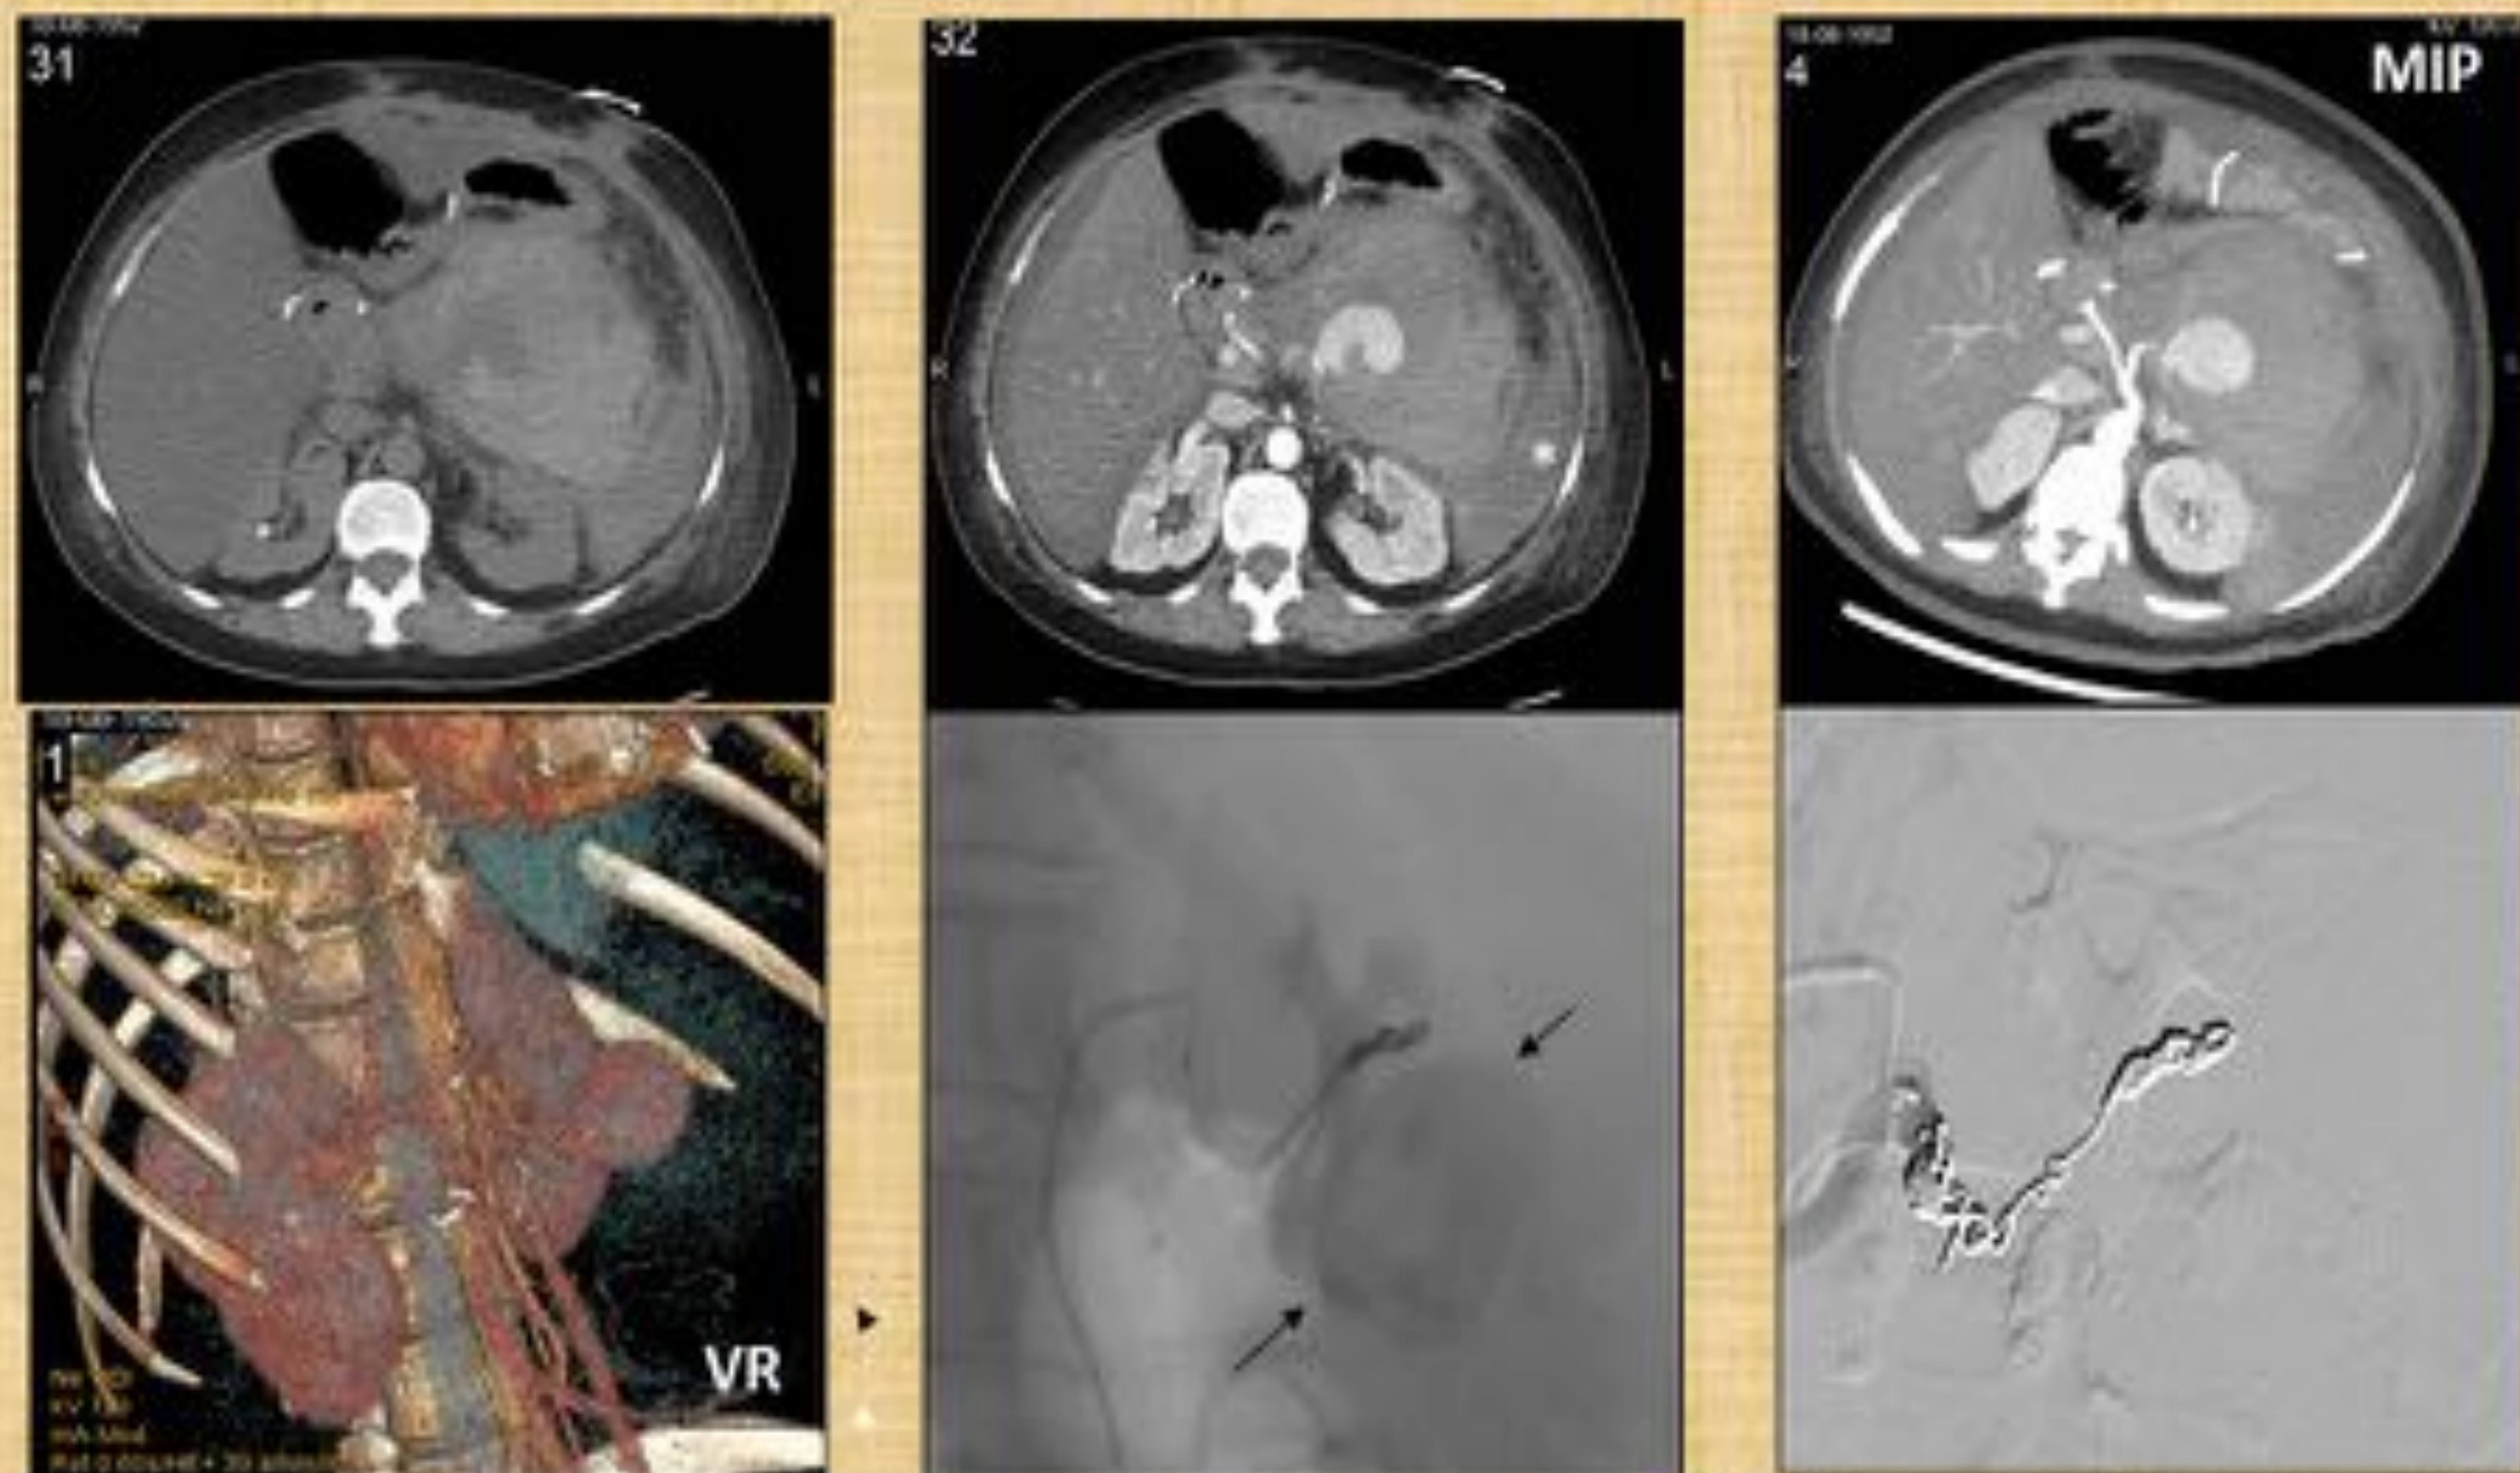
Paciente con pancreatectomía completa por colangiocarcinoma distal y anemia con sospecha de sangrado postquirúrgico. TC basal que demuestra la presencia de un importante hematoma hiperdenso en el lecho quirúrgico, que tras la administración de contraste se debe a un importante pseudoaneurisma nodular, apreciado en fase arterial y reconstrucción MIP axial y VR dependiente de arteria esplénica y que asociaba infarto esplénico masivo (asterisco). Por el mal estado del paciente se realizó arteriografía y se embolizó, obteniéndose una oclusión completa del mismo. El paciente evolucionó favorablemente.
